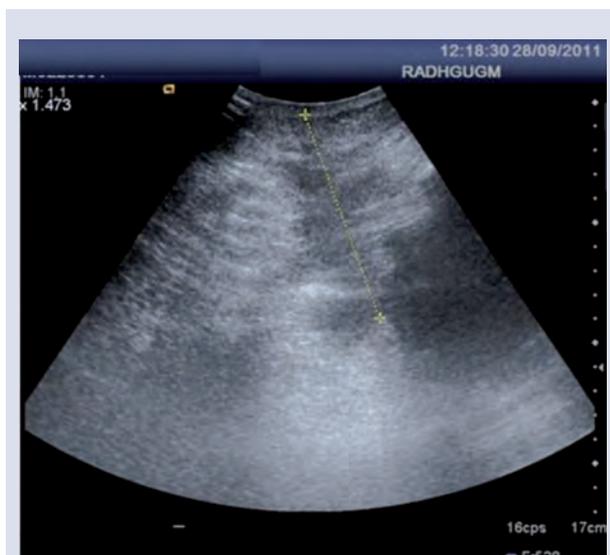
Ecografía de partes blandas
